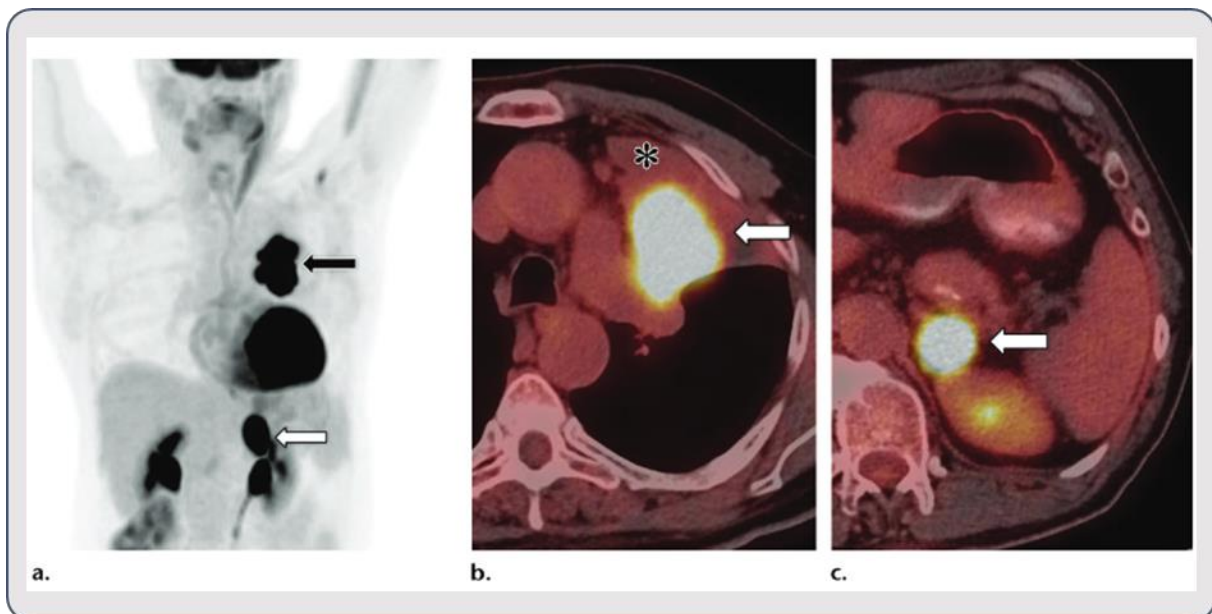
Carcinome épidermoïde peu différencié (M1b) chez un homme de 57 ans. (a) L'image coronale de projection d'intensité maximale de la TEP-CT au $[^{18}\text{F}]\text{FDG}$ montre une masse du lobe supérieur droit (flèche noire) et une métastase surrénalienne solitaire (flèche blanche). (b) Image axiale fusionnée $[^{18}\text{F}]\text{FDG}$ TEP-CT du thorax montre une masse de 6,5 cm (flèche
